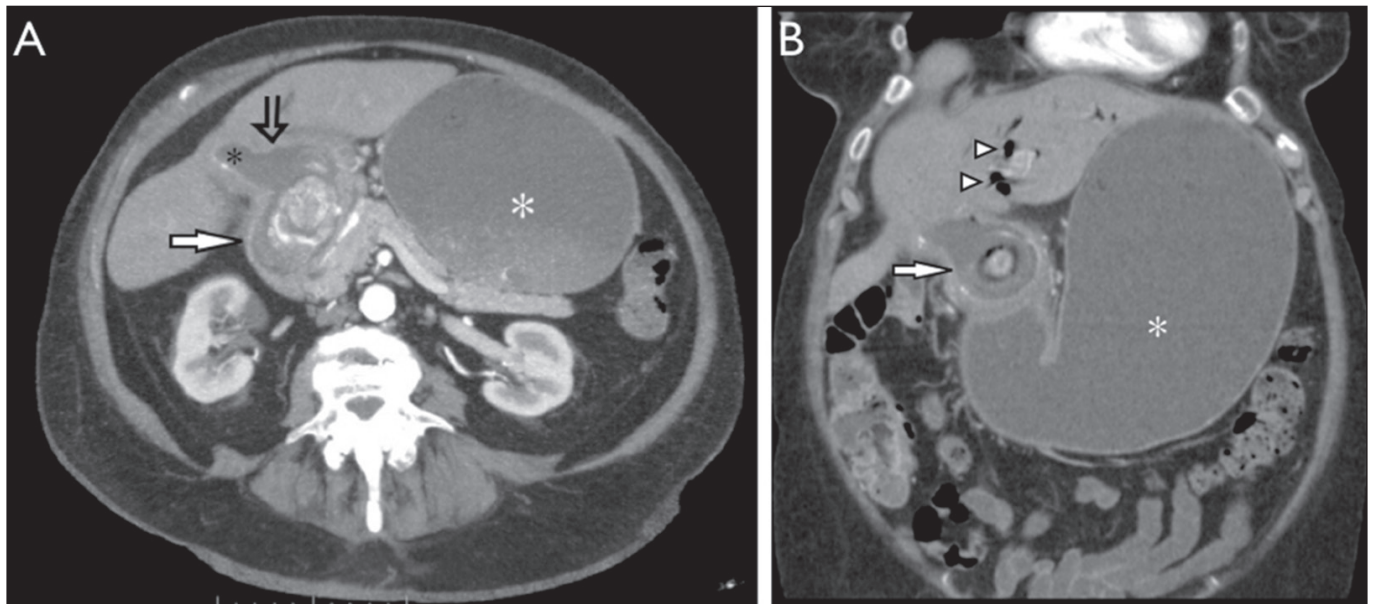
A. TC axial con contraste intravenoso: se aprecia una litiasis biliar enclavada en el duodeno proximal (flecha blanca) que condiciona un estómago de retención (asterisco blanco). Se objetiva una vesícula de pequeño tamaño (asterisco negro) y la existencia de una comunicación colecistoduodenal (flecha abierta). B. TC coronal con contraste intravenoso: se objetiva un estómago de retención (asterisco blanco) secundario a la presencia de una litiasis biliar enclavada en la primera porción duodenal (flecha blanca). Se identifica la existencia de aerobilia (puntas de flecha).
